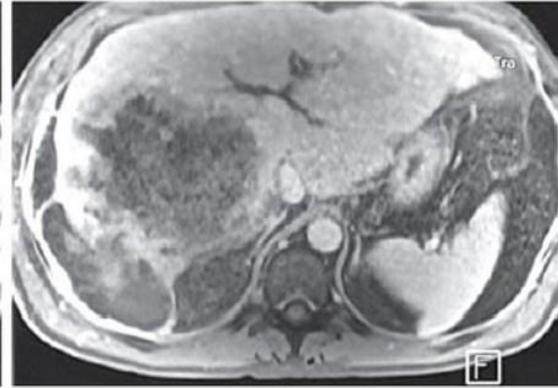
RMN abdominal (T1)
